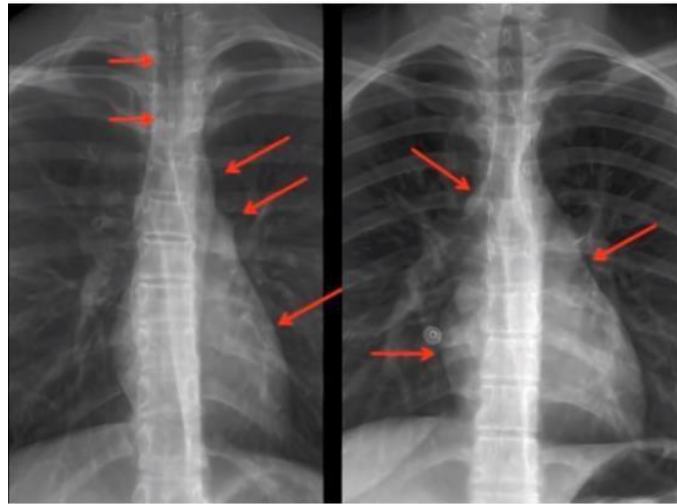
Radiografía de Tórax índice Cardiaco (2015)
